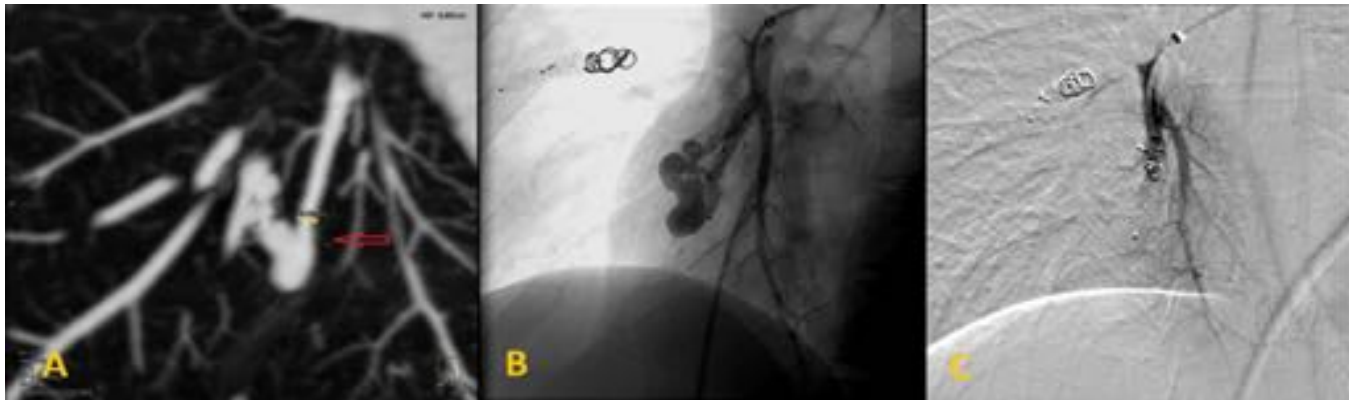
Paciente referida en la figura 3. Primera FAVP simple, A) TC con contraste donde se objetiva FAVP en LM con trombo intraluminal (flecha roja) y con única aferencia (flecha amarilla) B) FAV en estudio de angiografía pulmonar previa a la embolización, C) Embolización con dos oclusores tipo amplatzer tipo IV de 5 y 6 mm de diámetro y coil 6x100mm.
